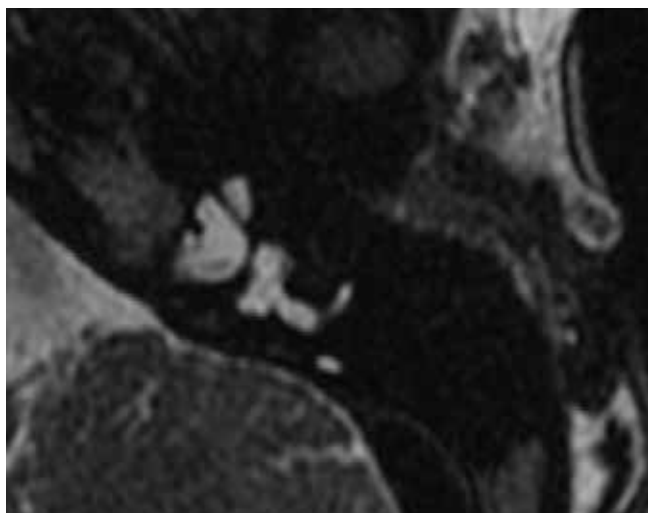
IRM des conduits auditifs internes Oreille « geysier »
